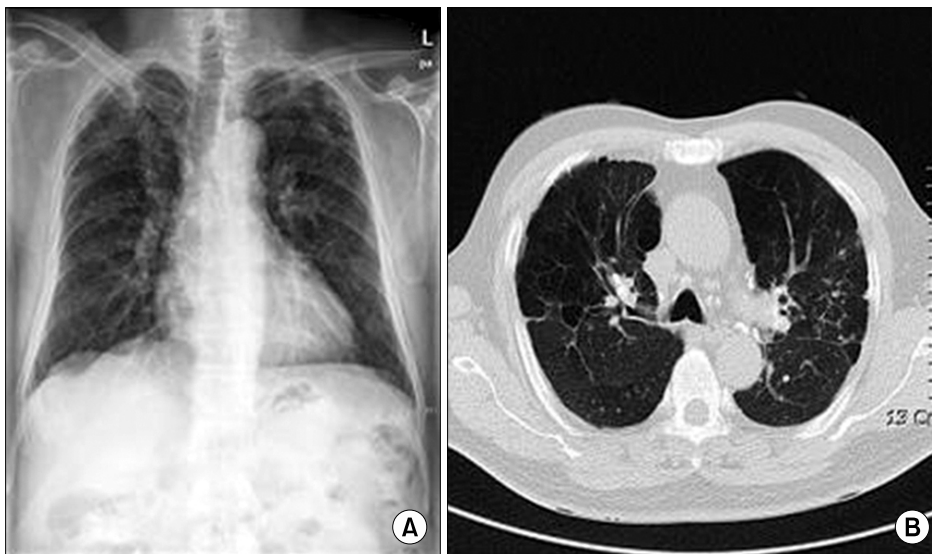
A 57-year old man (current smoker, 25-year history of dust exposure) with pneumoconiosis (profusion=1/1) and obstructive pulmonary function impairment (FEV₁/FVC=60). Pulmonary emphysema can barely be seen on simple digital radiography (A), but low dose computed tomography is seen definitely to pulmonary change (B).
